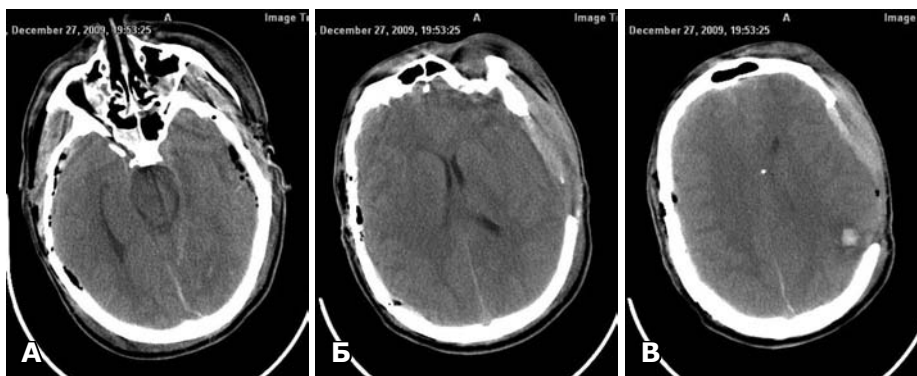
КТ. Стан після тотального видалення оболонкових гематом з обох боків. А — регрес аксіальної дислокації — хороша візуалізація мезенцефальної цистерни; Б — регрес латеральної дислокації — зміщення серединних структур немає; В — тень паренхіматозного датчика вимірювання ВЧТ.
